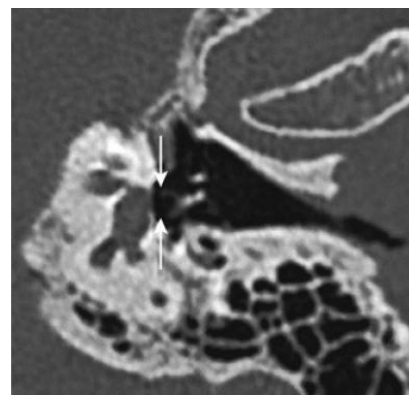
Malformación del estribo. Cortes de TC doble oblicuo (plano axial del estribo): malformación leve con las ramas del estribo cortas que no contactan con la platina (flechas). Tomado de: Rubin F, Lacan A, Halimi P, Bonfils P. Otosclerosis. EMC (2017)
